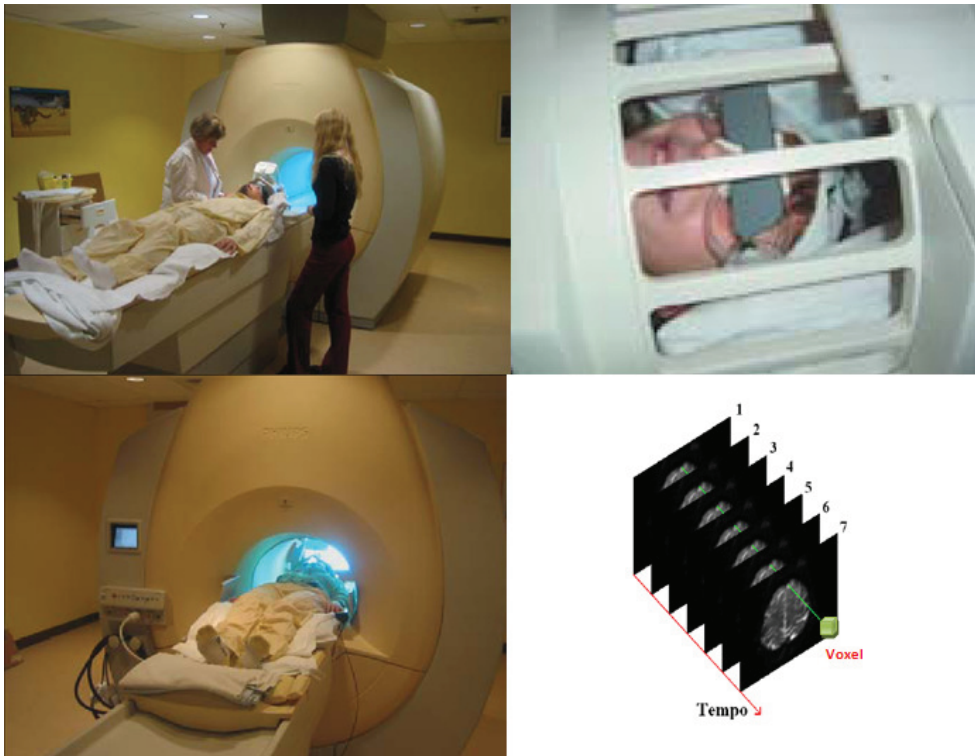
Exame de Imagem Funcional por Ressonância Magnética. Ao lado, seqüências de imagens obtidas ao longo do tempo para uma fatia axial.
